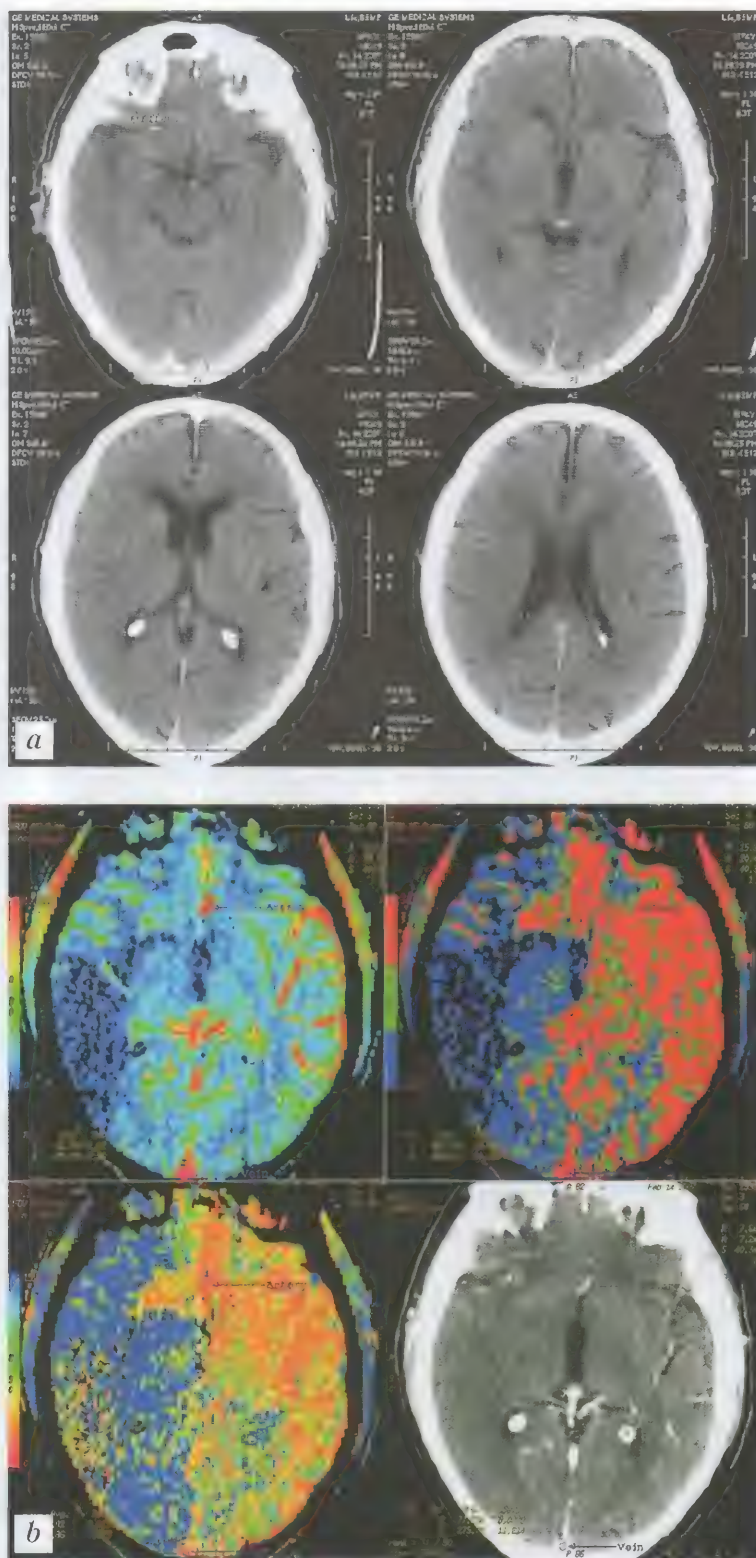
Больной М., 74 года. Ишемический инсульт в бассейне правой средней мозговой артерии. Острейший период (1,5 часа от момента заболевания). КТ (неконтрастная) — а; КТП — б
